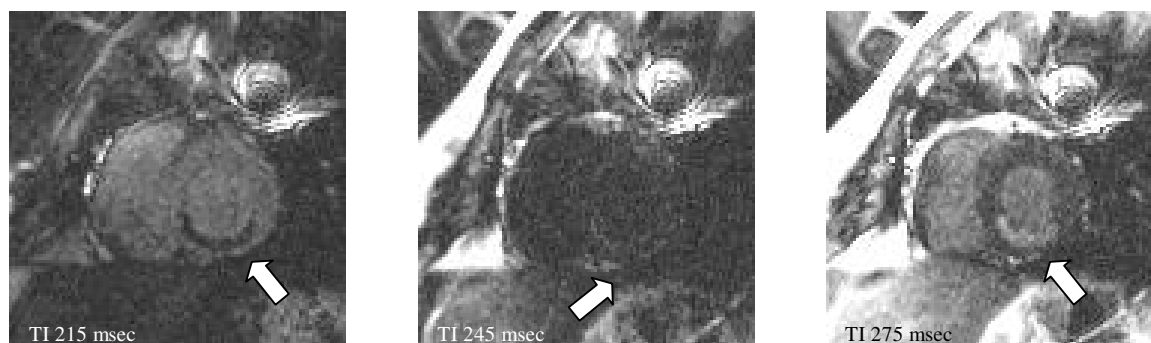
drei MRT-Bilder mit identischer Schichtorientierung aus der TI-Scout-Sequenz eines 57-jährigen Patienten mit inferior lokalisiertem Myokardinfarkt (Pfeil). Die Bilder wurden zu unterschiedlichen Inversionszeiten (von links nach rechts: 215 msec, 245 msec, 275 msec) aufgenommen und zeigen ein deutlich variables Kontrastverhalten. Links kommt bei einer sehr kurzen Inversionszeit ein negativer Kontrast zwischen Myokardinfarkt (Pfeil) und normalem Myokard zur Darstellung. Das infarzierte Myokardsegment erscheint dunkler als das vitale Gewebe. Bei immer noch sehr kurzer Inversionszeit lässt sich im mittleren Bild das Infarktareal praktisch nicht abgrenzen bzw. nicht von normalem Myokard unterscheiden. Die Verwendung einer etwas längeren Inversionszeit ermöglicht dagegen einen deutlich positiven Kontrast zwischen Infarktareal und intaktem Myokard. Der Infarkt stellt sich deutlich hyperintens dar.
